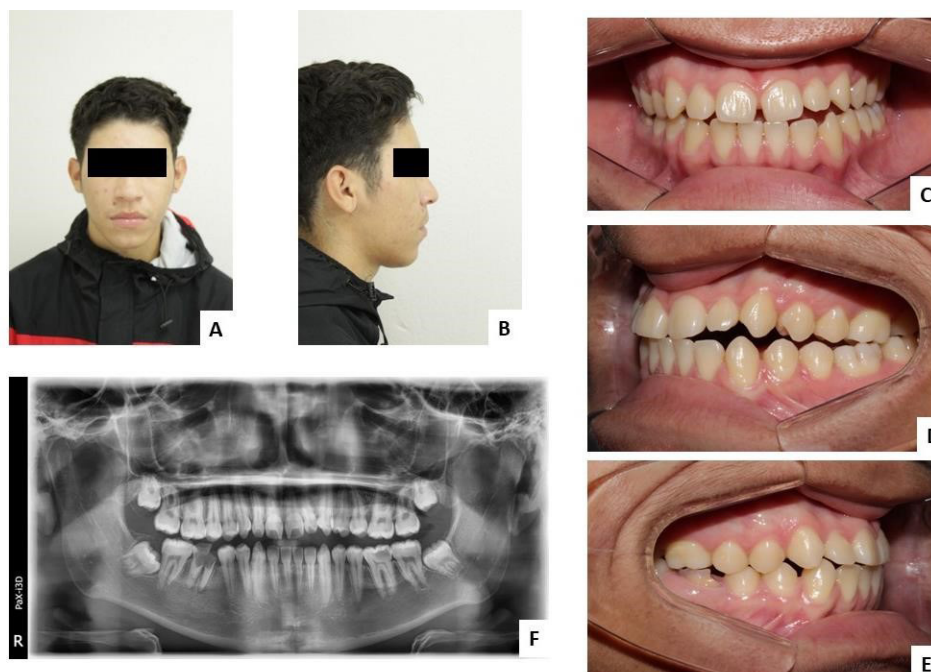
Exames iniciais da triagem clínica na faculdade: A e B) perfil e de lado; C-E) intra-orais de frente, do lado esquerdo e direito, respectivamente; F) radiografia panorâmica
